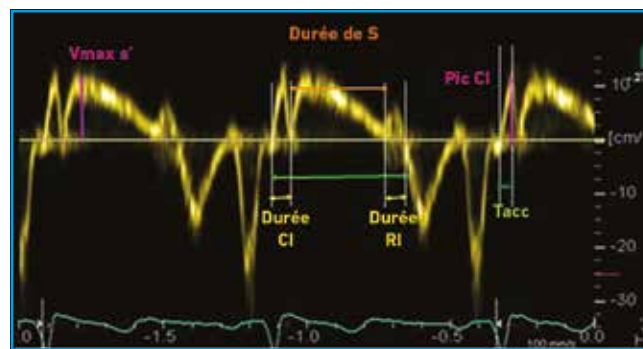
Exemple de mesure en Doppler tissulaire pulsé à l'anneau tricuspidé. CI : contraction isovolumique ; RI : relaxation isovolumique ; Vmax S' : vitesse systolique à l'anneau tricuspidé ; Tacc : temps d'accélération myocardique isovolumique.
